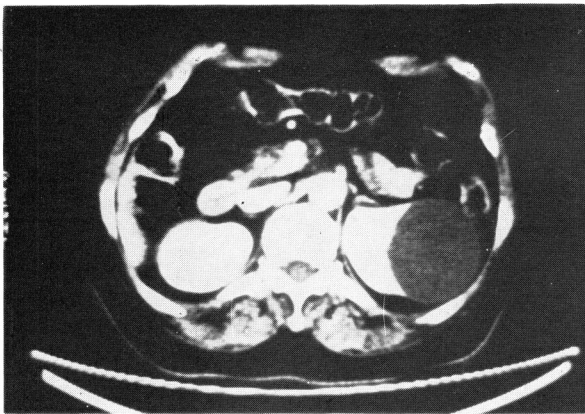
A water-density mass with clear margin was demonstrated by CT-scan.
